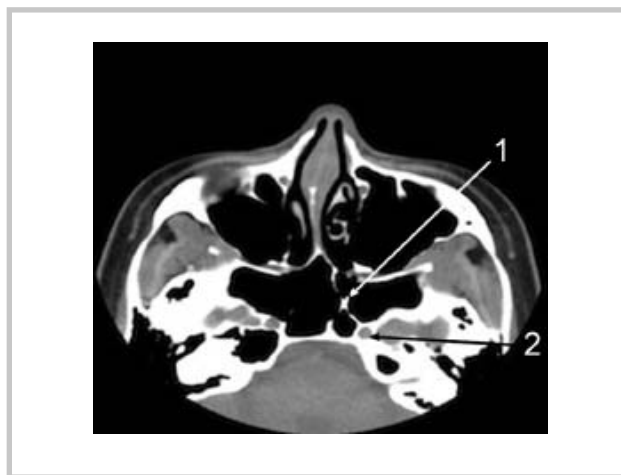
Гиперпневматизация клиновидной пазухи. КТ, аксиальная проекция.
